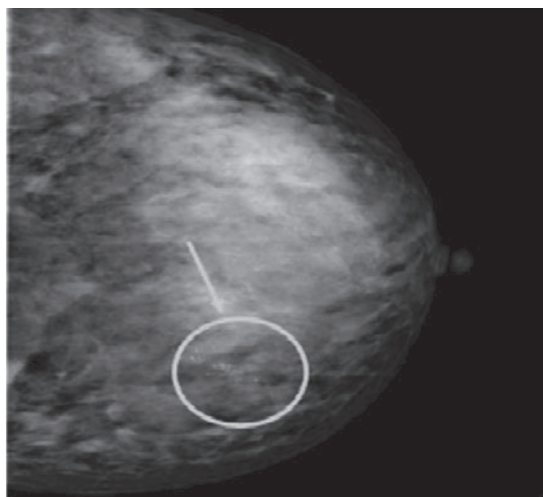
Первичный рентгенологический симптом РМЖ – микрокальцинаты злокачественного типа
